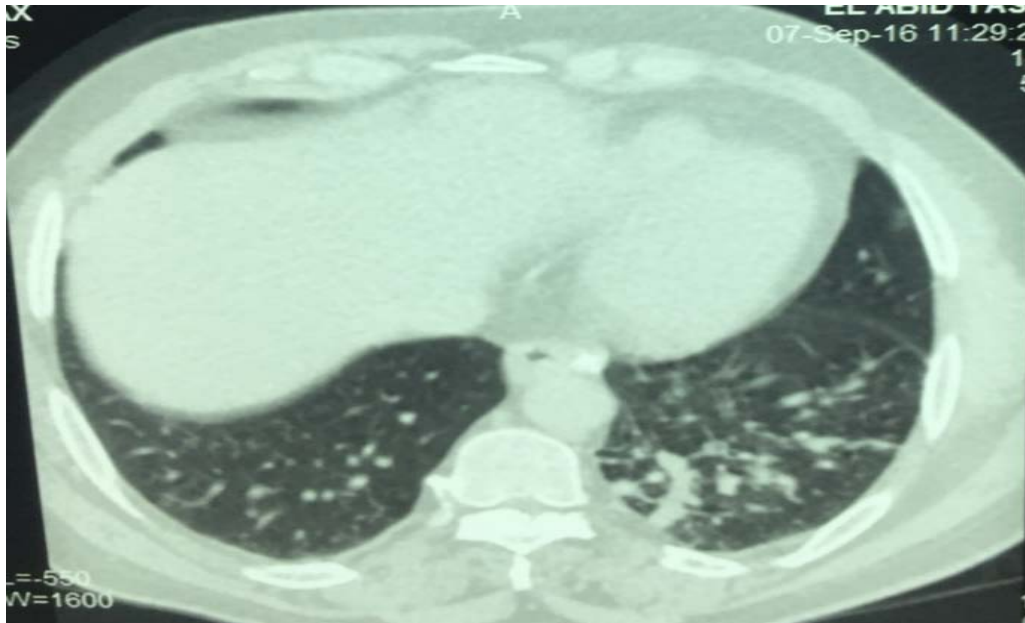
Résultats de TDM thoracique
